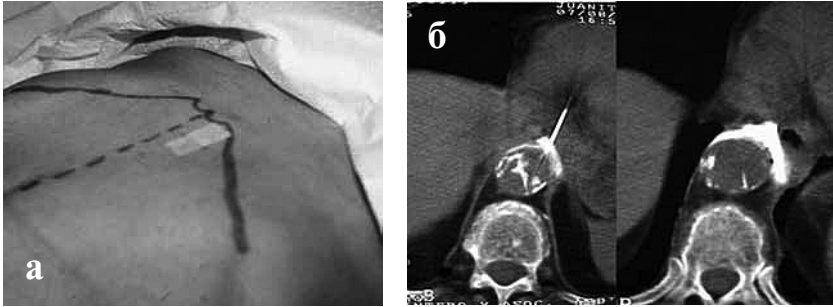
Чревная блокада: передний доступ: а — разметка и определение точки вкола; б — КТ-контроль положения иглы и распространения контраста
